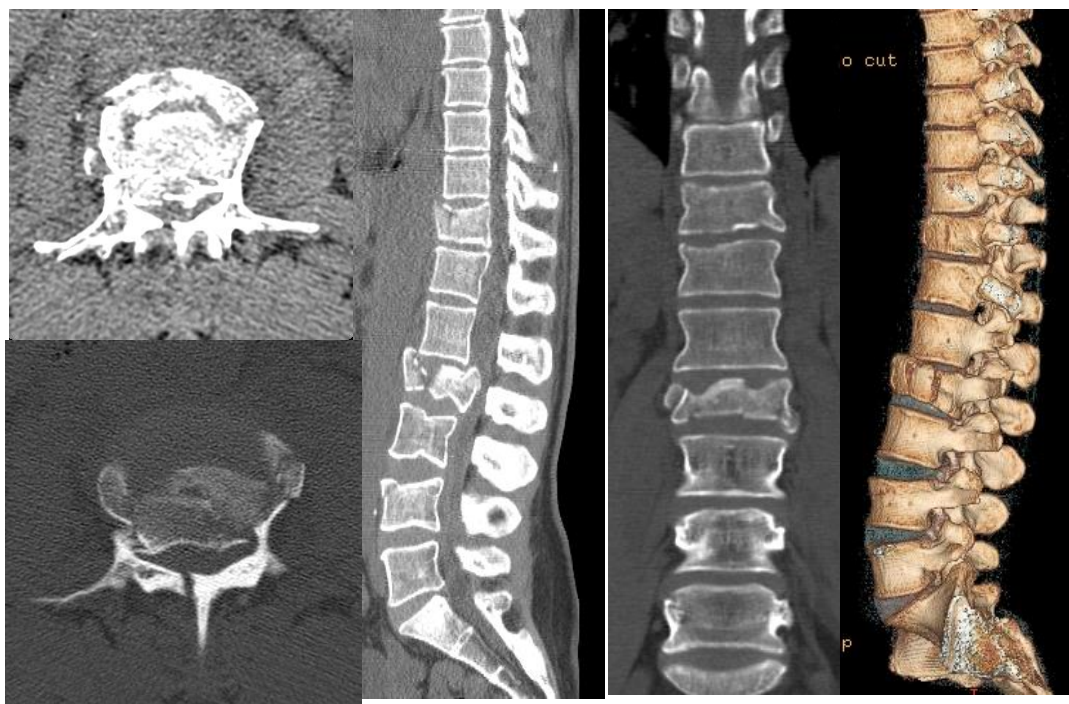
Imagem de TC de coluna Lombar com traumatismo a nível de L2. Corte axial com reformatação axial, coronal, sagital e 3D volume rendering.
